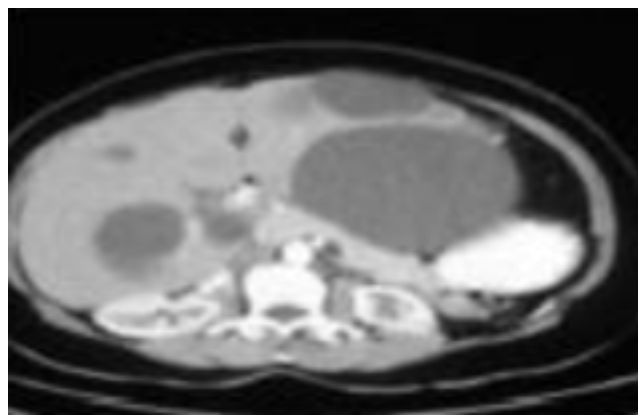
TAC muestra imágenes de aspecto hipodenso, de bordes regulares, lobulados y bien definidos, sin asociación a poliquistosis renal.
